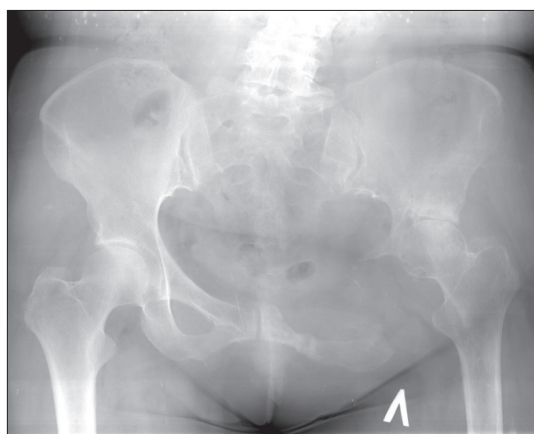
Рентгенография таза после межподвздошно-брюшной резекции слева
